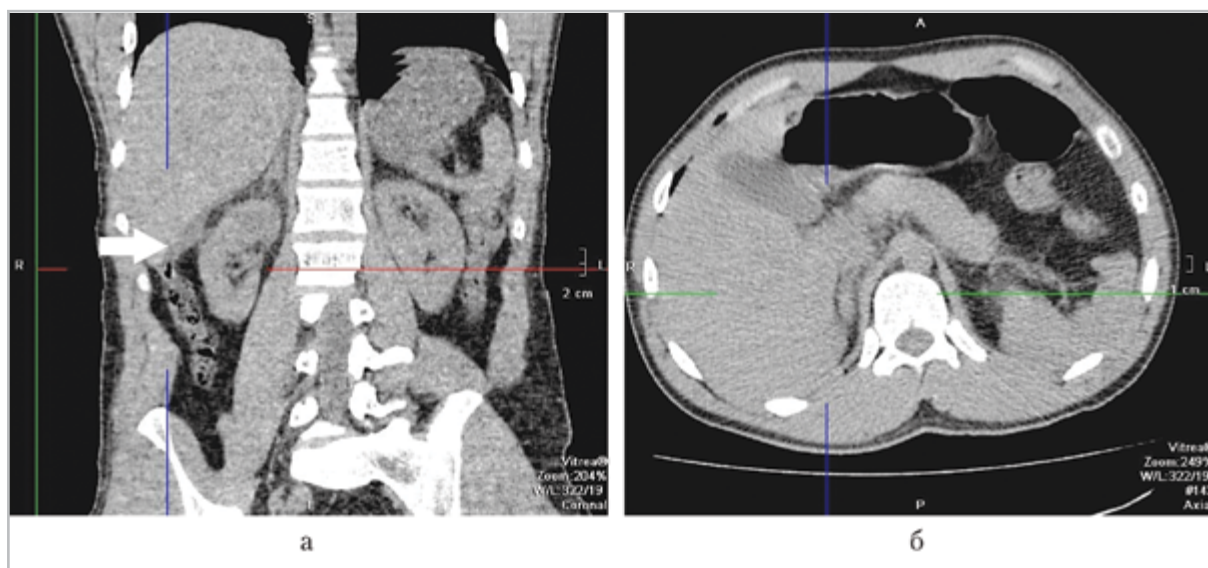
Компьютерные томограммы органов брюшной полости (коронарная (а) и аксиальная (б) проекции). Сочетанная абдоминальная травма (давность травмы 3 ч). Тяжелая ЧМТ, закрытая травма живота с повреждением печени и селезенки. Небольшое количество жидкости в подпеченочном пространстве (*белая стрелка*), повреждение печени и селезенки не установлено. Выполнена спленэктомия, ушивание раны печени
